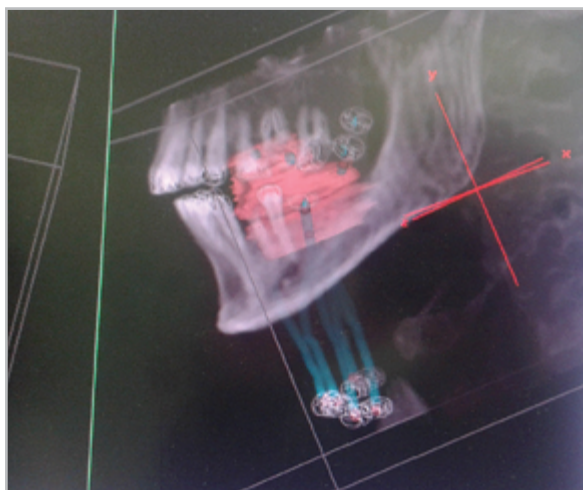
Компьютерная томограмма, 3D-модель
